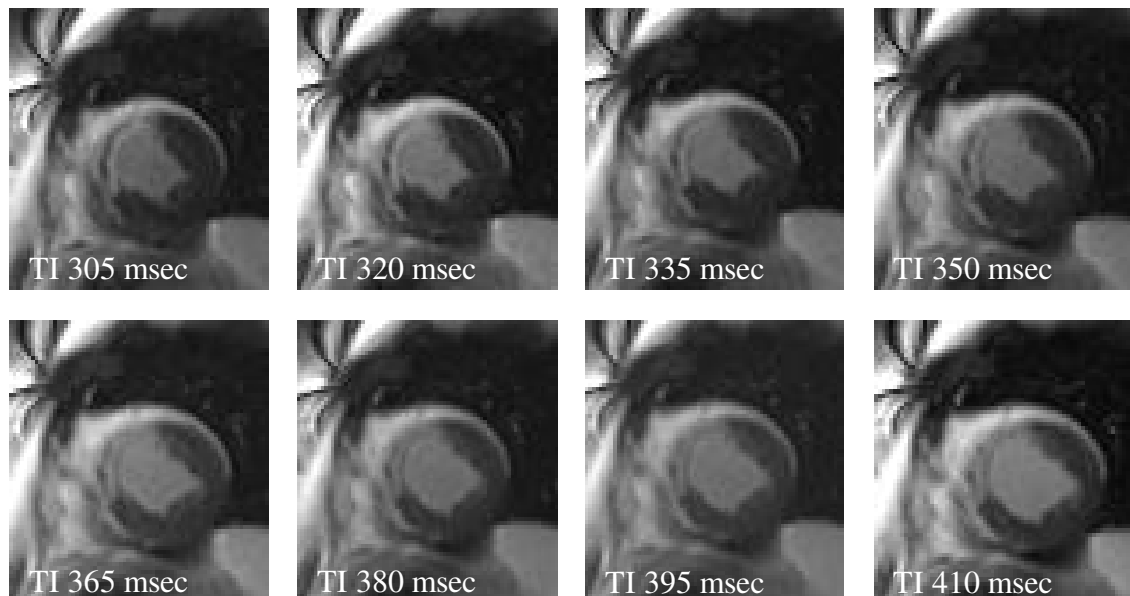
MRT-Bilder eines 43-jährigen Patienten mit anteroseptal lokalisiertem, transmurem Myokardinfarkt. Die Bilder wurden mit der Inversion Recovery Cine TrueFISP Sequenz (TI-Scout Sequenz) in gleicher Schichtposition zu unterschiedlichen Inversionszeiten aufgenommen. Aus den 23 Bildern wurden 16 Aufnahmen (in 15 msec-Schritten von 185 msec bis 410 msec), die den Kontrast zu unterschiedlichen Inversionszeiten in typischer Weise repräsentieren, für dieses Bildbeispiel ausgewählt. Am Zeitpunkt der optimalen TI-Zeit (im Bildbeispiel bei TI 305 msec) besitzt normales Myokardgewebe eine Signalintensität nahe bei Null, während der Infarkt hyperintens zur Darstellung kommt und das Blut im Cavum des linken Ventrikels eine niedrigere Signalintensität als das infarzierte Myokardgewebe besitzt und sich somit dunkler als das Infarktareal präsentiert.
